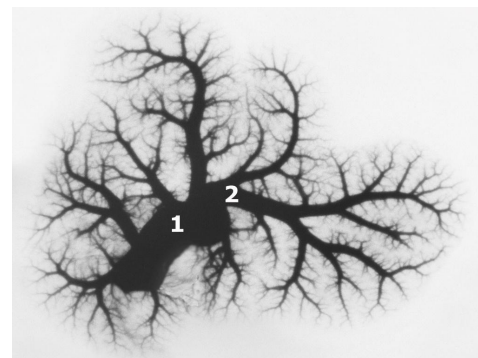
Вени печінки через добу хронічного отруєння ацетилсаліциловою кислотою. Фото з рентгенангіограми: 1 – венозний колектор печінки; 2 – вена лівої частки печінки.
